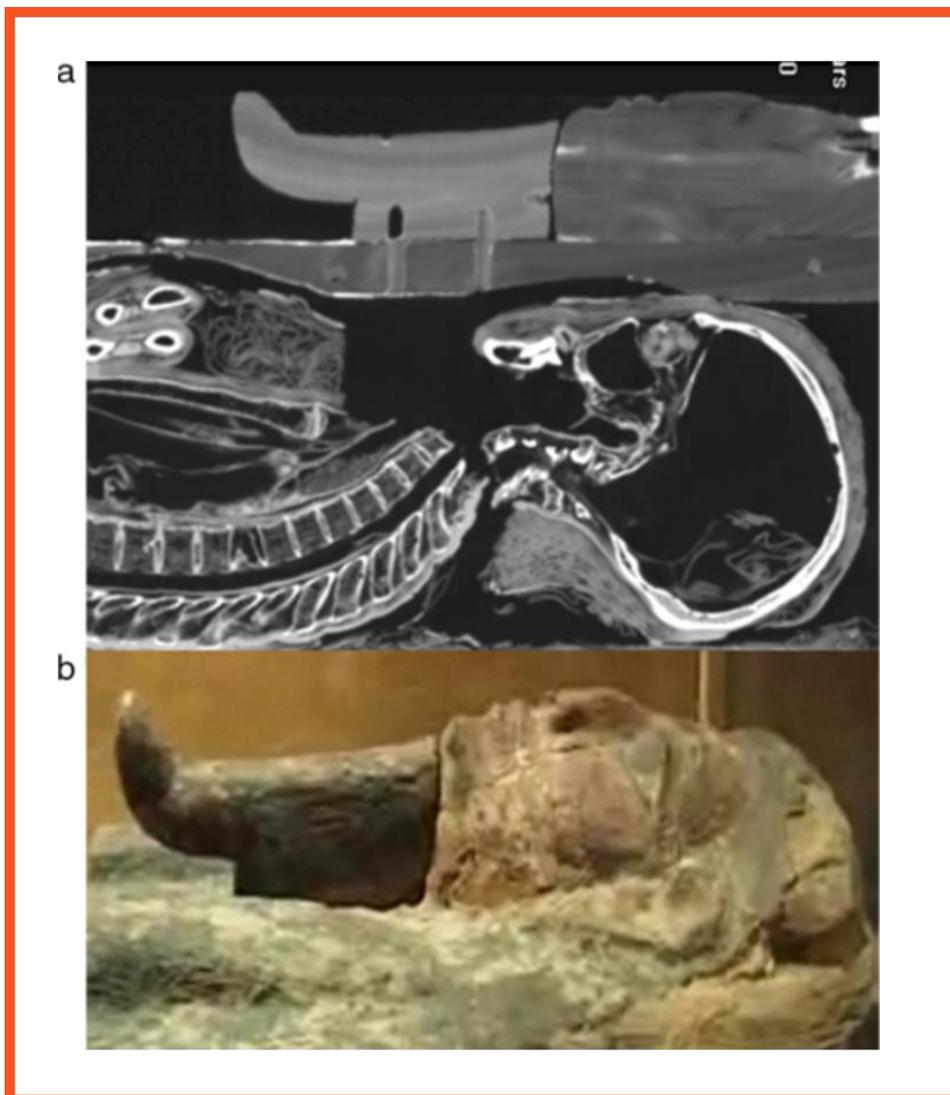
(a) Imagen TC, vista sagital de momia Herwodj con restos meníngeos. (b) Imagen máscara funeraria. (16)
